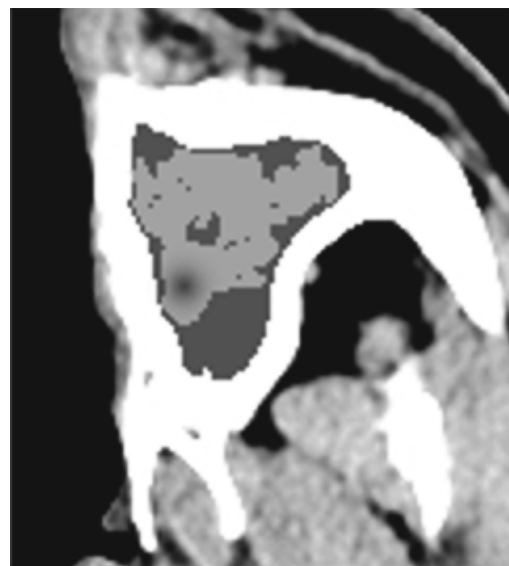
Зоны исследуемого объекта на слое томографического снимка
